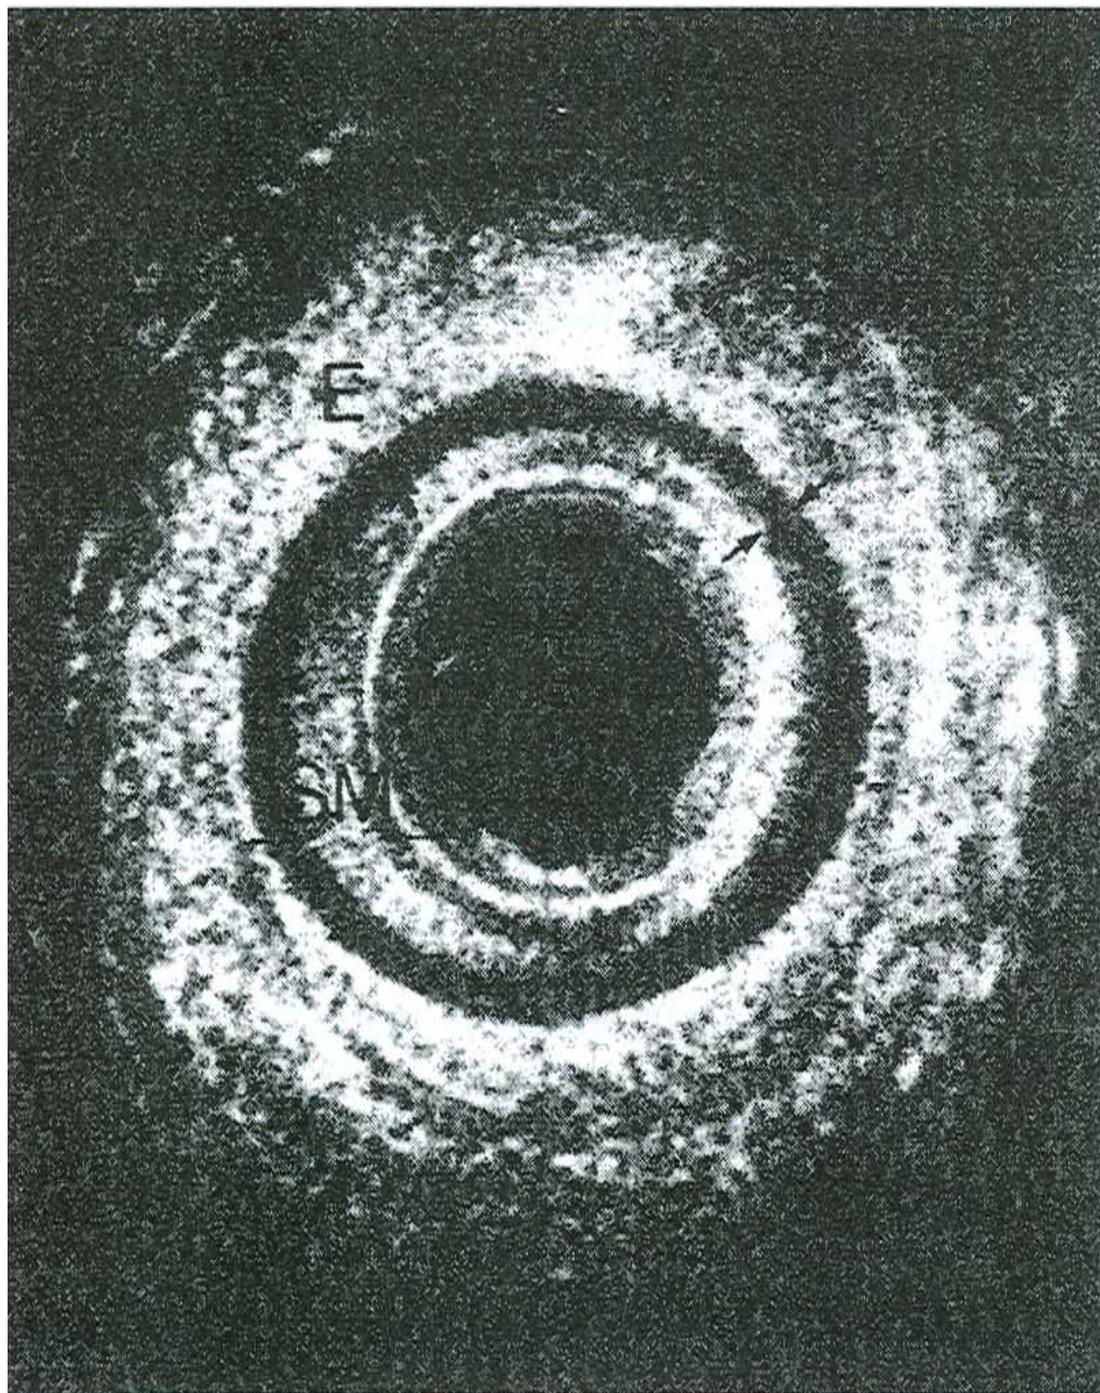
Endosonografia anale: apparato sfinterico integro
